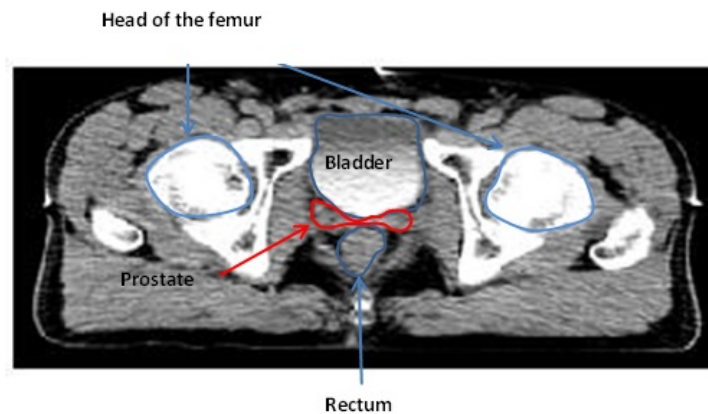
Tomography slice of prostate region
